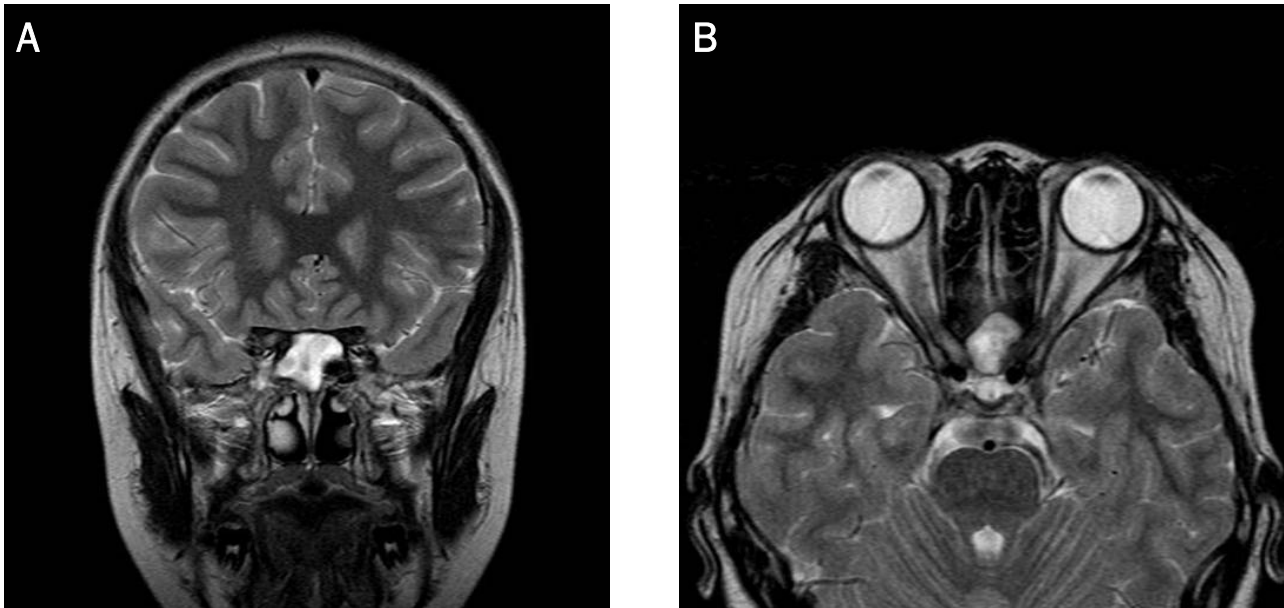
Preoperative orbit MRI scan (T2W1 image). (A) The sphenoid sinus is filled with high signal enhancement lesion (coronal view), (B) The image shows diffuse linear enhancement of the right optic nerve in the intraorbital and orbital apex region (axial view).
